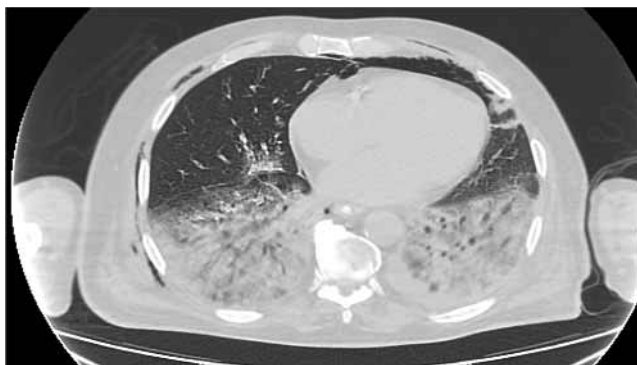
Компьютерная томограмма органов грудной клетки пациента М. 84 лет в динамике (описание в тексте)
